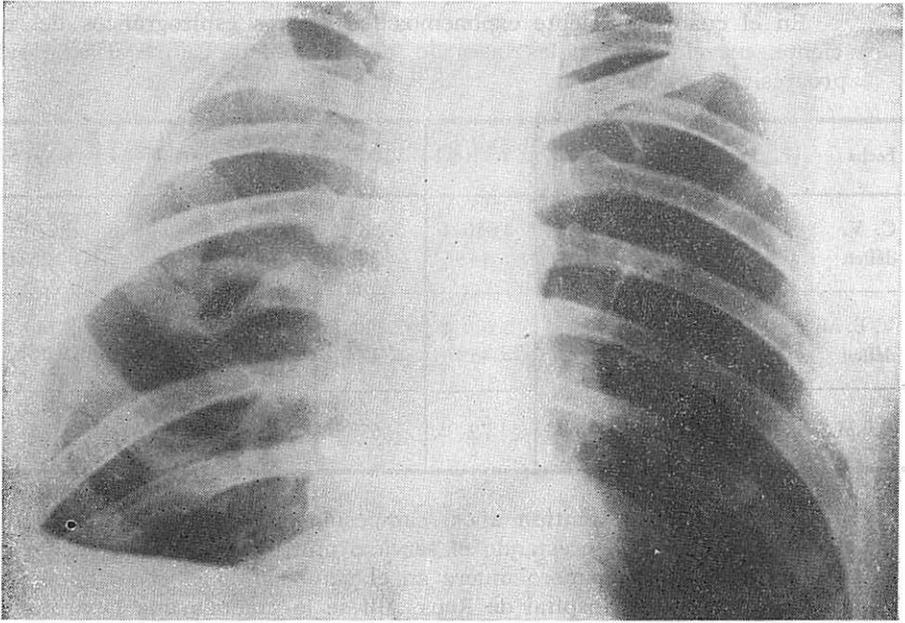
Radiografía obtenida al cabo de un año de la segunda operación.
